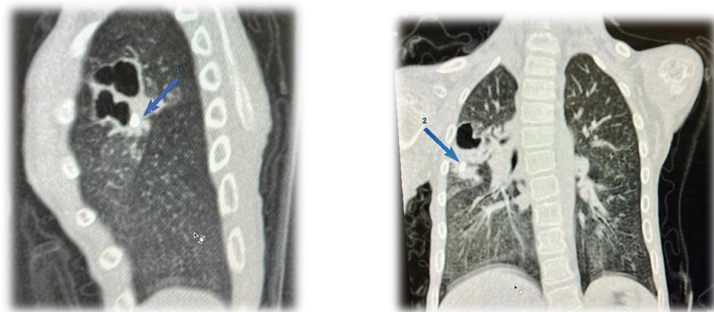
Tomografia computerizată a toracelui – corp străin – dinte în bronhia lobului superior pe dreapta
